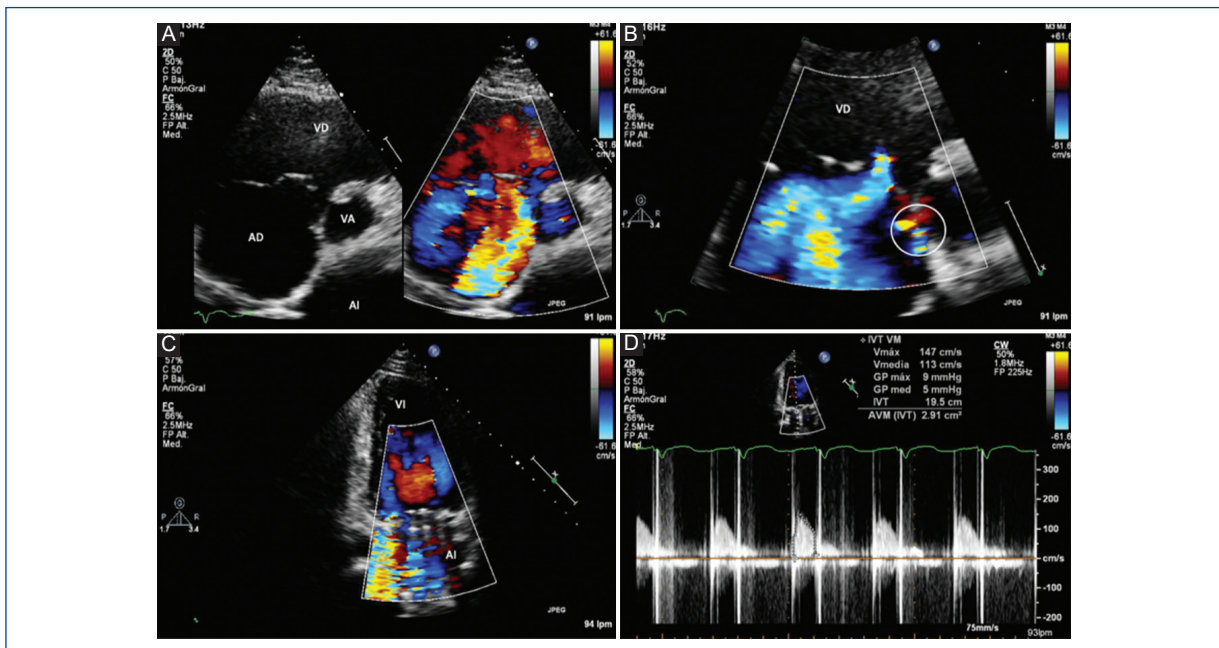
Ecocardiograma transtorácico posquirúrgico. A: Aproximación paraesternal en el eje corto a nivel de los grandes vasos, vista comparativa bidimensional y Doppler color, en los que se observa una insuficiencia tricuspídea moderada excéntrica, y en un acercamiento. B: puede verse una comunicación residual ligera (círculo). C: Aproximación apical de dos cámaras en la que se evalúa la prótesis mitral, con una ligera insuficiencia propia del mecanismo. D: Evaluación Doppler espectral continuo, se observa gradiente medio de 5 mmHg, normofuncionante.
